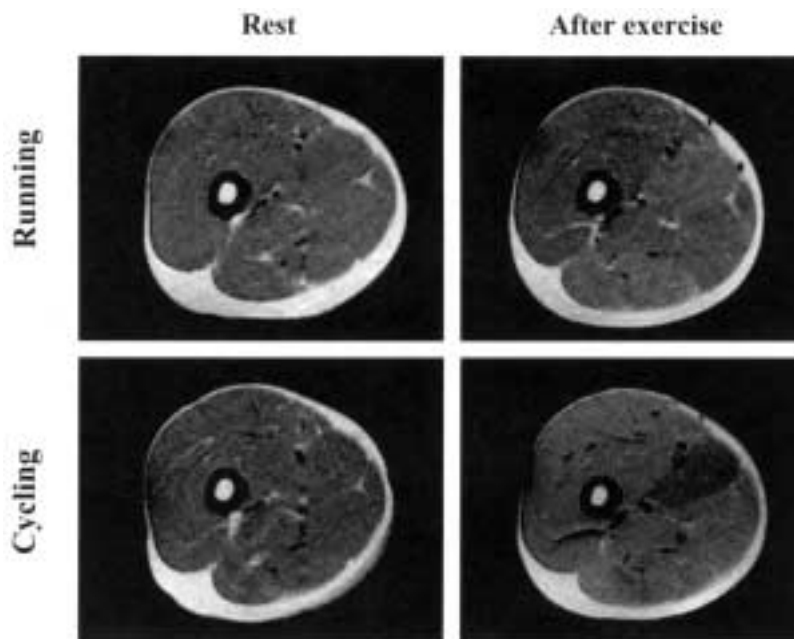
Representative T2-weighted magnetic resonance images of thigh at rest and after exercise.
